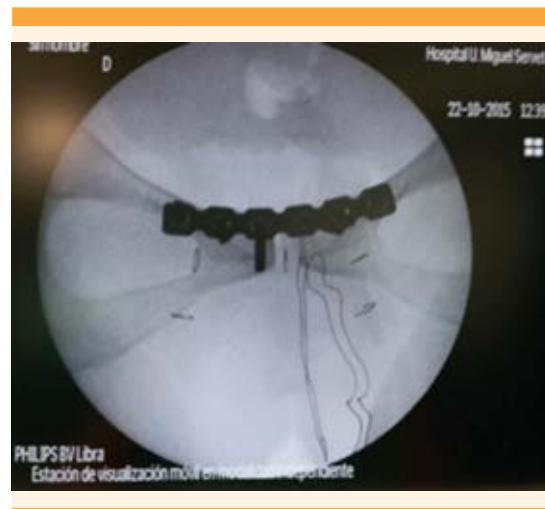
Radiografía de pelvis antero-posterior intraoperatoria que muestra la colocación de la osteosíntesis con placa y tornillos para la reducción de la diástasis.
